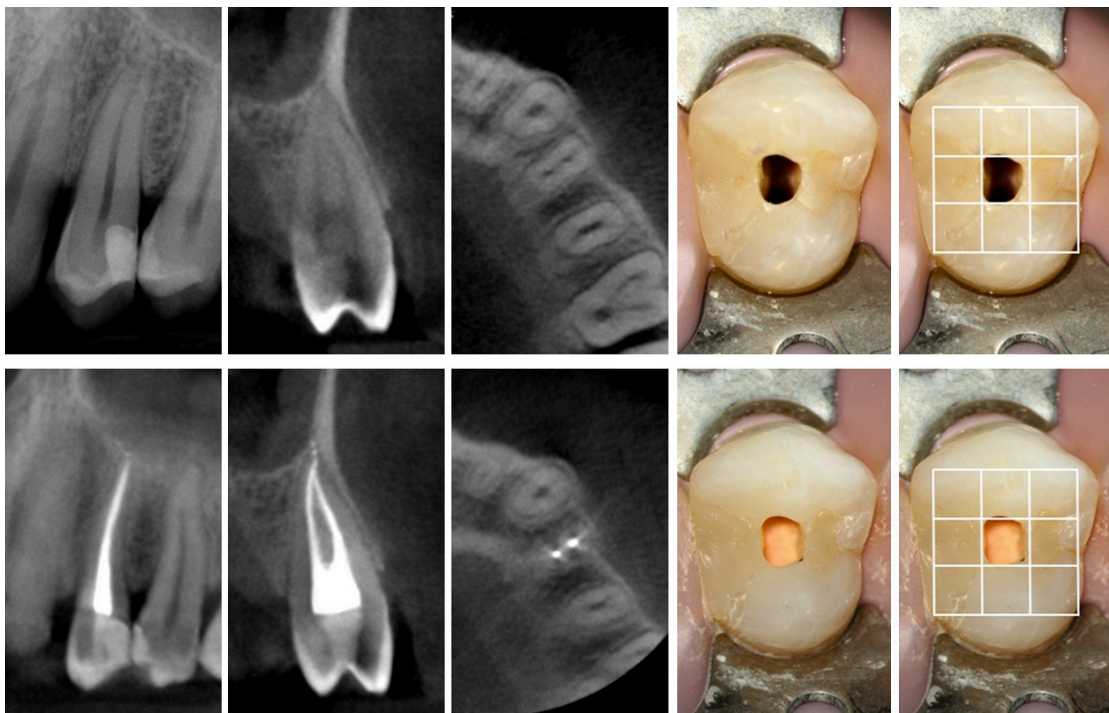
Radiographies intra-buccales, coupes issues du CBCT et photographies intrabuccales de la dent n°24 avant et après traitement endodontique. Modélisation sur la face occlusale d'un quadrillage objectivant la règle des tiers (source : Bóveda et Kishen 2015).
